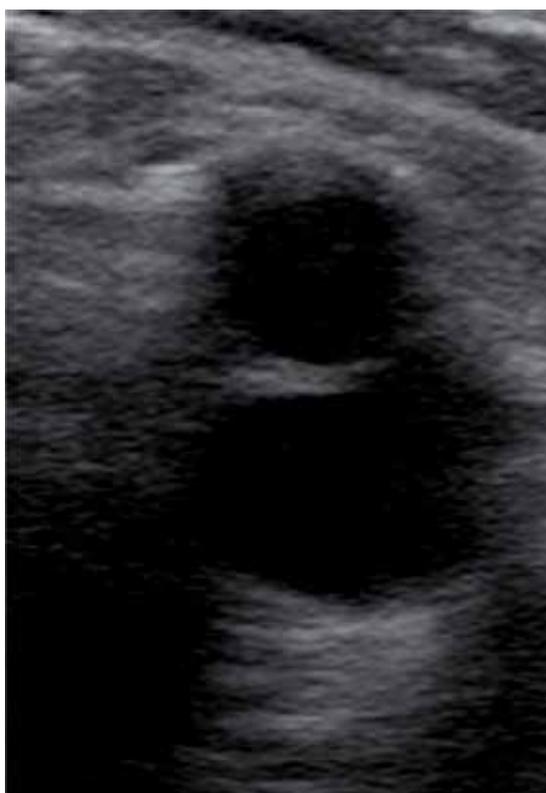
Exemple d'écho doppler avec une artère au-dessus de la veine
